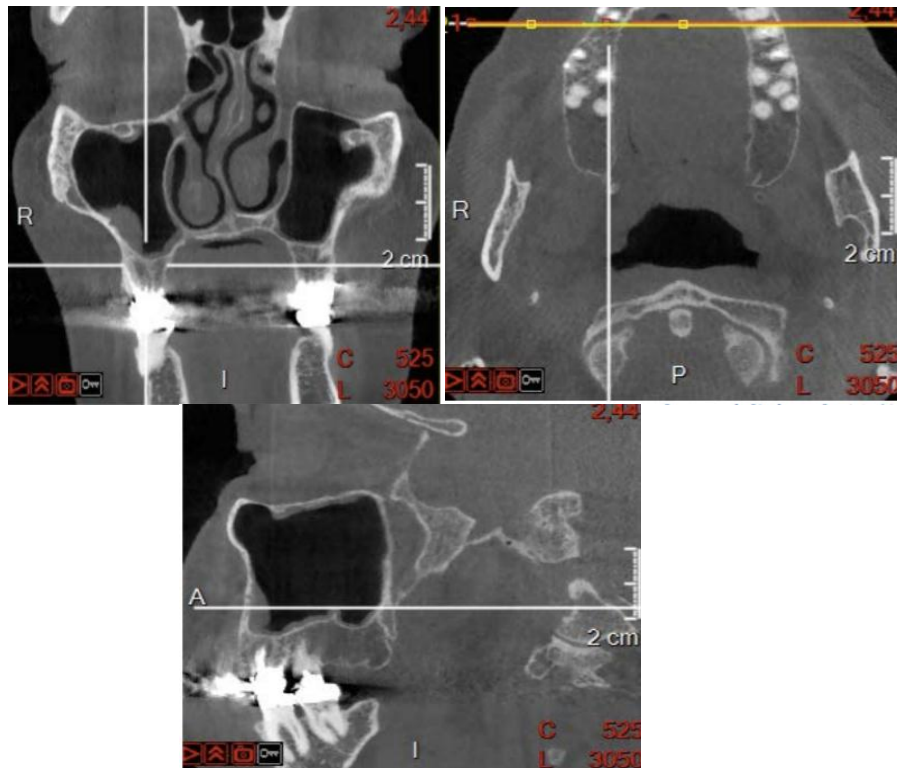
les différentes coupes issues du *cone beam* réalisés sur la 16 (frontale à gauche, axiale à droite, sagittale au-dessous). [105]
